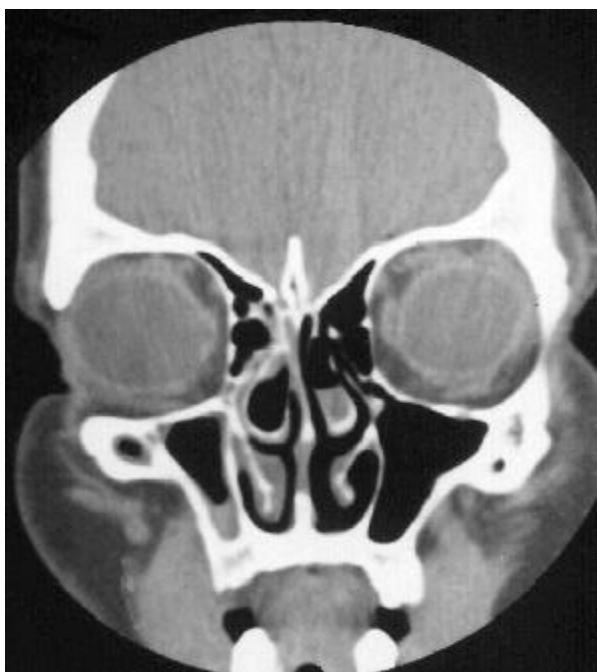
A. Tomografia computadorizada dos seios paranasais: corte coronal ao nível dos meatos médios. Observe a congestão da mucosa da concha inferior direita e imagem sugestiva de obstrução do meato médio direito (oposto à Figura 1 B). Observe também que a concha inferior esquerda está bem retraída nesta figura (oposto à figura 1 B).
